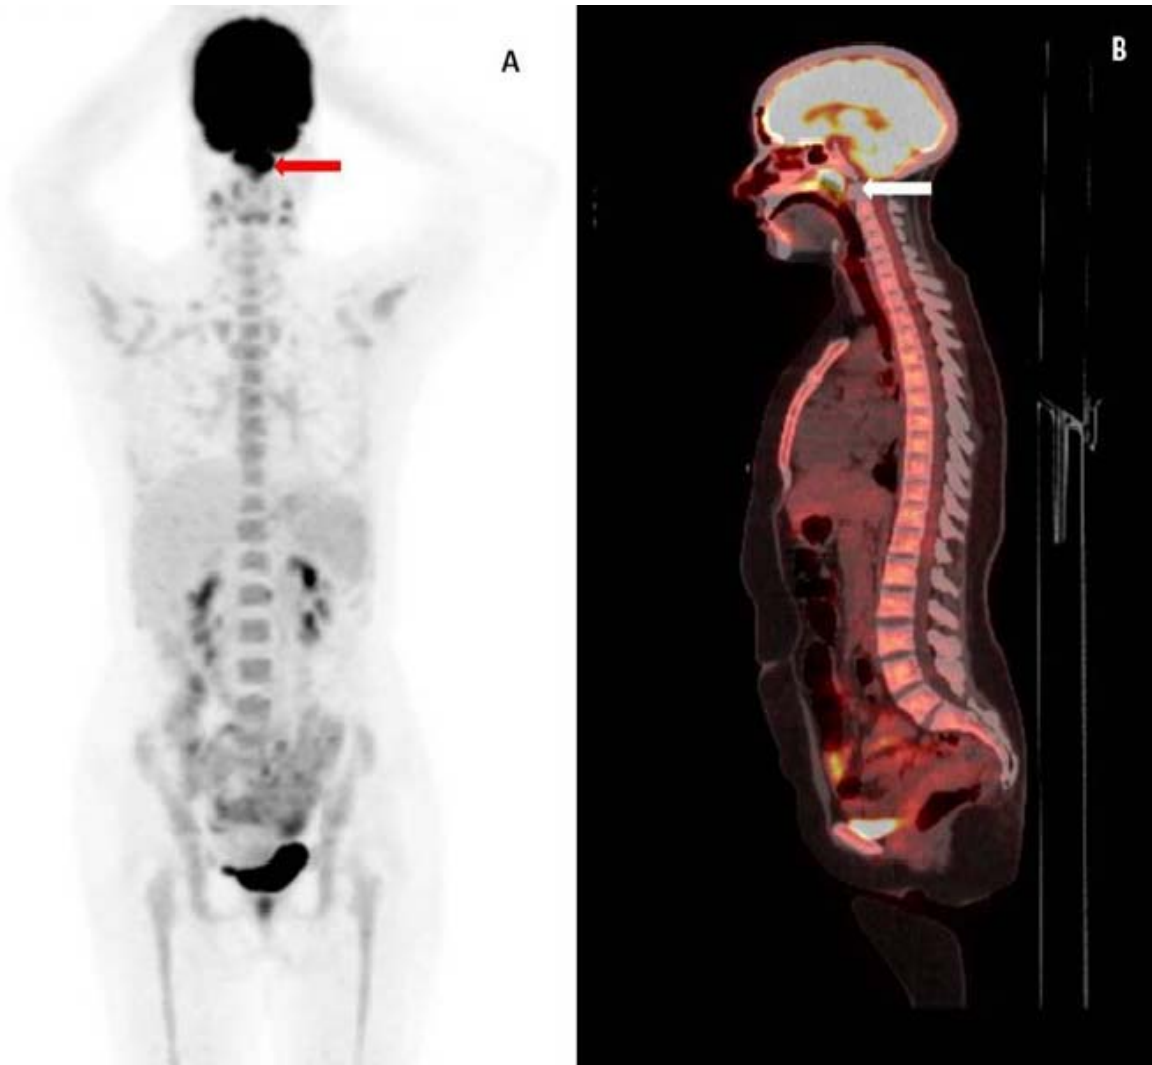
TEP au 18-FDG d'évaluation du traitement à l'issue de deux cures (MIP à gauche et coupe sagittale à droite) montrant la persistance avec une nette diminution des foyers d'hypermétabolisme précédemment décrits au niveau du processus tumoral du cavum et des atteintes ganglionnaires cervicales
